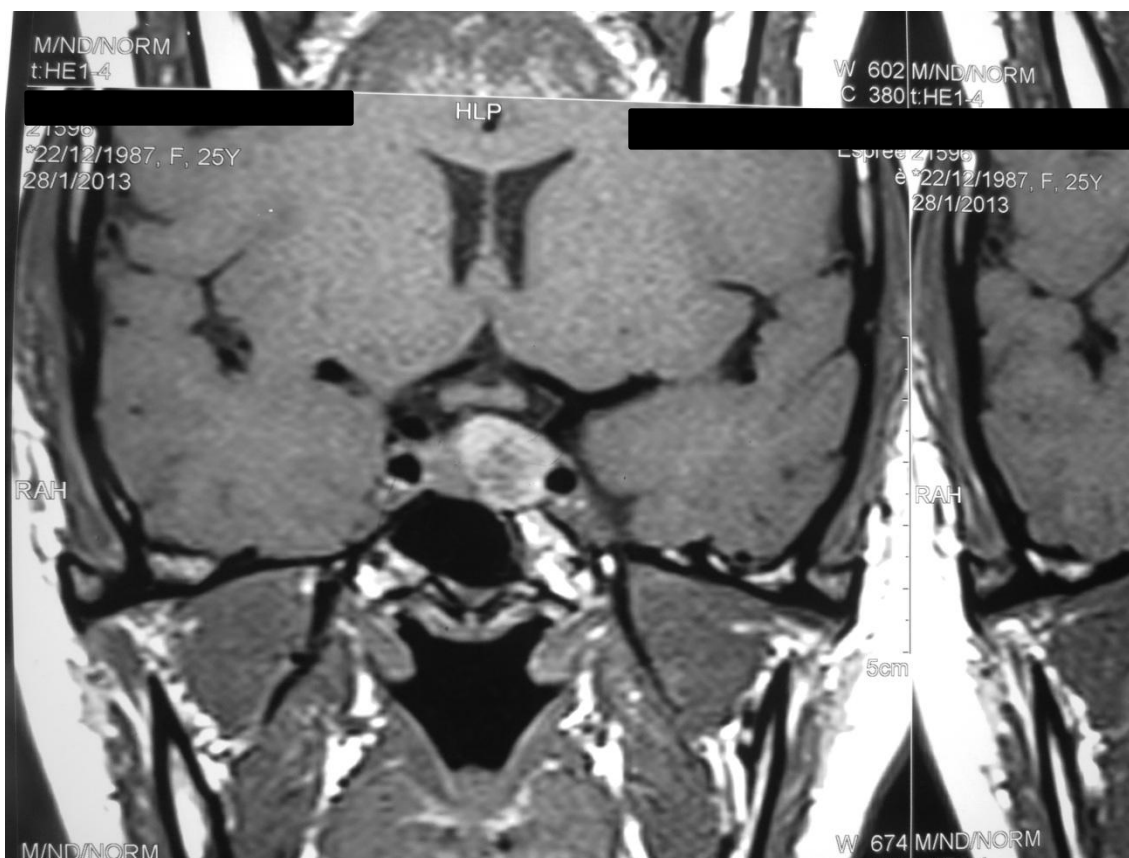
Ressonância magnética de sela turca em T1, coronal, com captação de contraste heterogênea, realizada aos trinta e três meses após o início do tratamento com cabergolina mostrando o adenoma hipofisário com íntima relação com a carótida esquerda.
